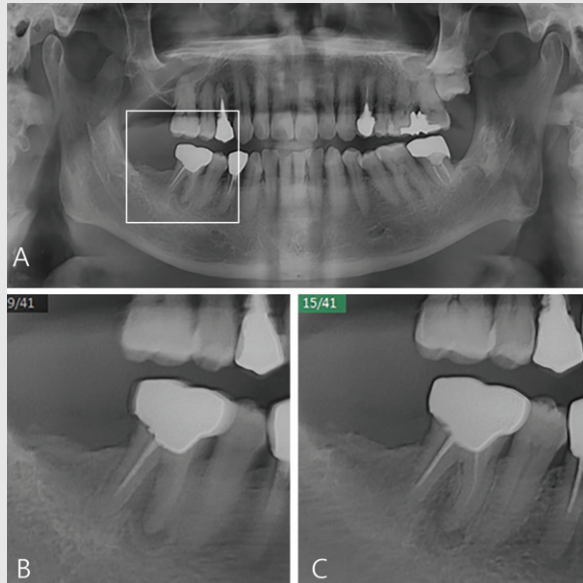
(A) Periapical lesion of mesial root on #46 is observed in the panoramic radiography(white box area). (B) 9th image layer from anterior on multi-layer panoramic view shows mesiobuccal root of #46. (C) 15th image layer from anterior on multi-layer panoramic view shows mesiolingual root of #46.
